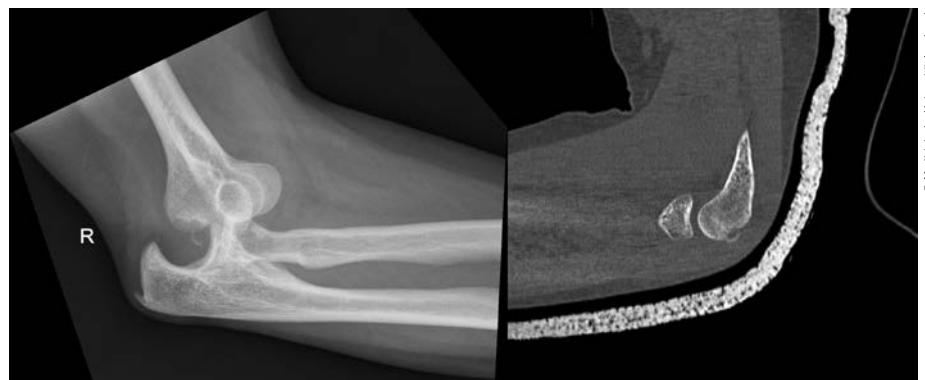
Röntgen und CT-Bild einer Osborne-Cotterill-Läsion am Capitulum humeri
